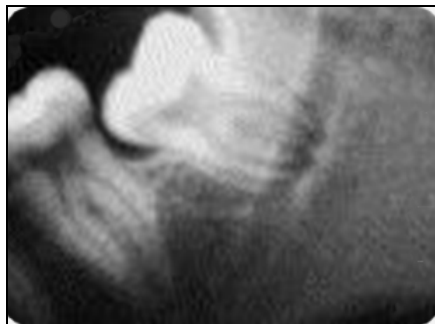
Periapical mostrando escurecimento do ápice¹⁴
